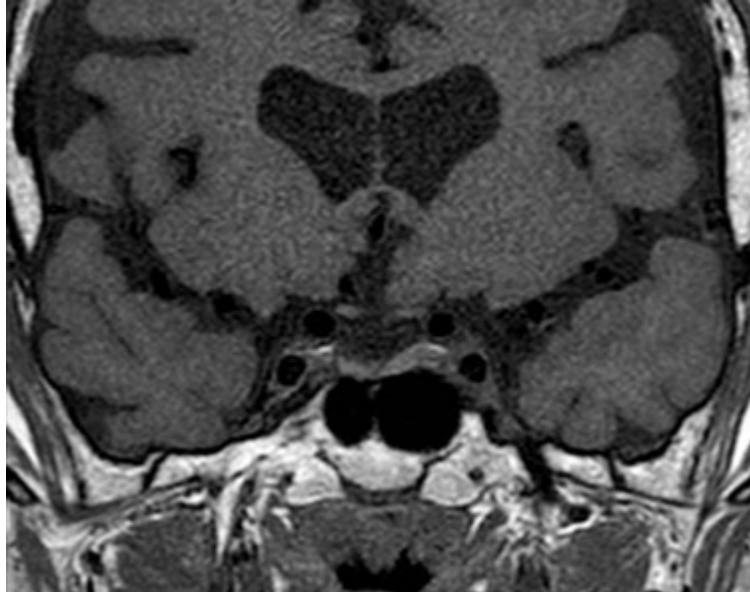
RMN de hipófisis contrastada, secuencia T1 que no mostró lesiones compresivas que explicaran las alteraciones hipofisarias
